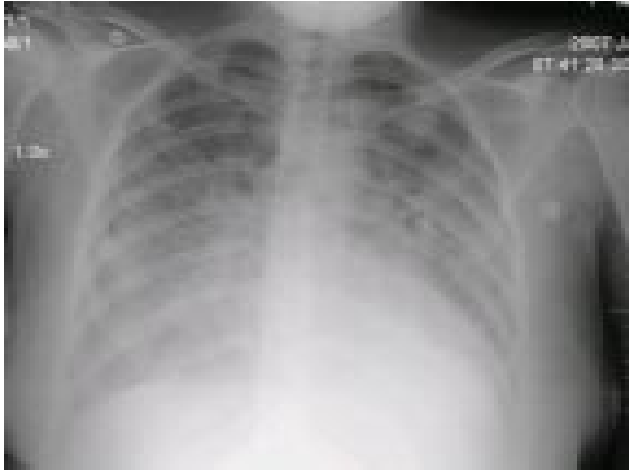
Radiografía de tórax mostró signos de insuficiencia cardíaca.
